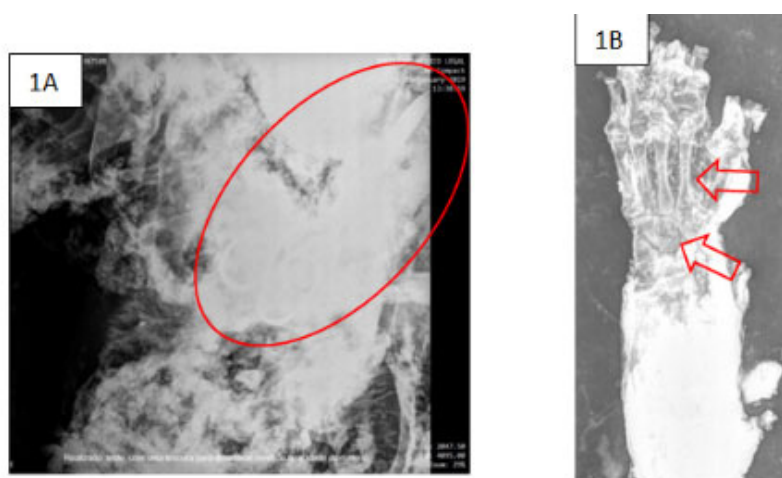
A) Radiografia da região do tórax/abdome. A elipse vermelha destaca a sombra da tesoura. B) Radiografia de antebraço e mão. As setas vermelhas indicam regiões de carpo e metacarpo.
